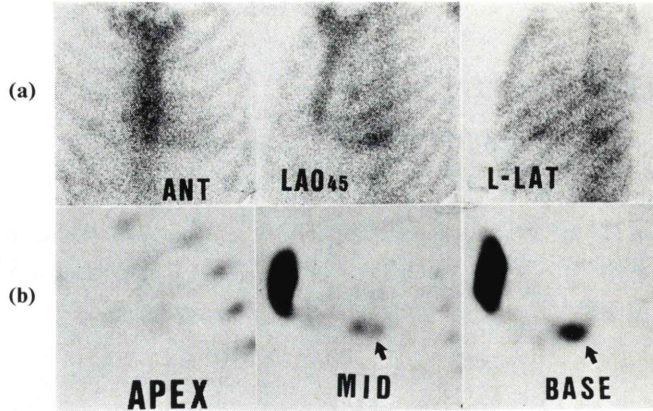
Scintigram of ^{99m}Tc -PYP (case 1). (a) Planar images. (b) Transaxial images of the dual energy SPECT using energy peak of ^{99m}Tc .
